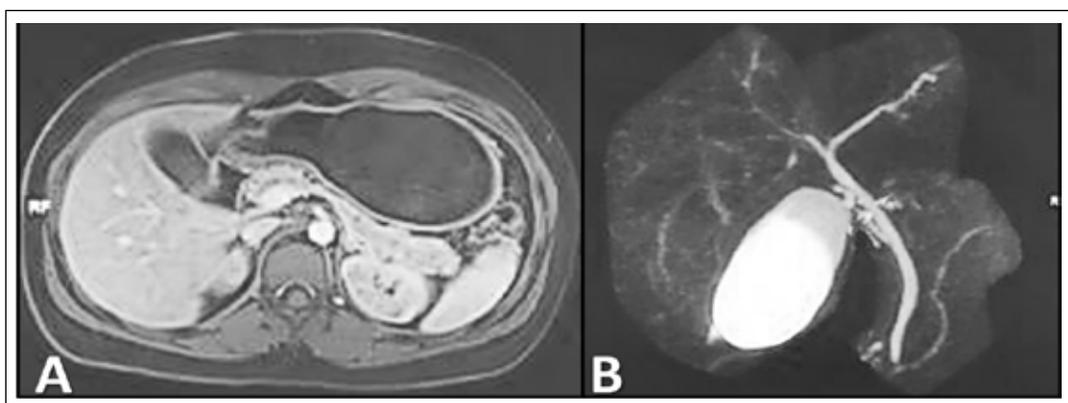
Resonancia magnética de abdomen superior. A) Fase T1 con contraste, muestra aumento del tamaño del páncreas, alteración de la señal en toda su extensión y en la grasa peripancreática. B) Colangiorrsonancia, vesícula biliar normal, sin presencia de imágenes litíicas o barro biliar; colédoco (4,5 mm) y conducto pancreático principal, de aspecto y calibre habitual.
